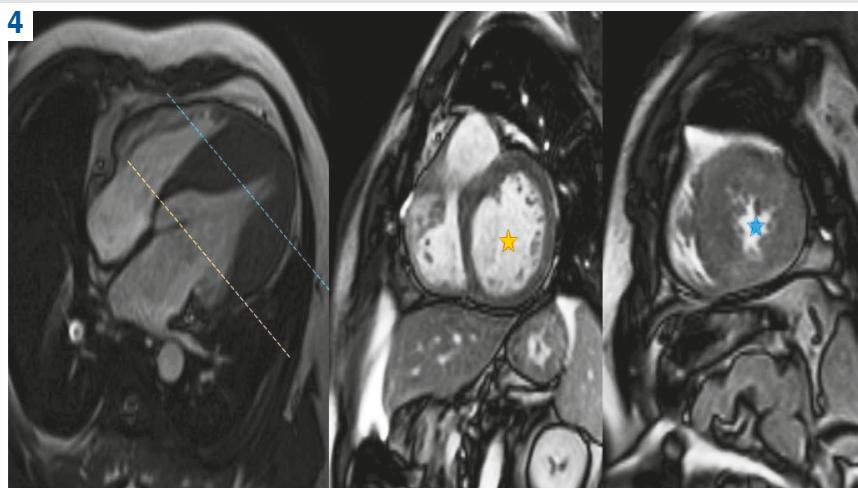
МРТ серця в ssfr-cine послідовності, чотирикамерна проекція (фото зліва) та проекції по короткій осі на базальному та середньо-апикальному рівнях (фото справа). Виявлена мезовентрикулярно-апикальна форма ГКМП із максимальним потовщенням стінки до 43 мм на середньому та апікальному рівнях лівого шлуночка (жовта зірочка на зображенні показує базальний рівень, синя зірочка – середній апікальний рівень).
